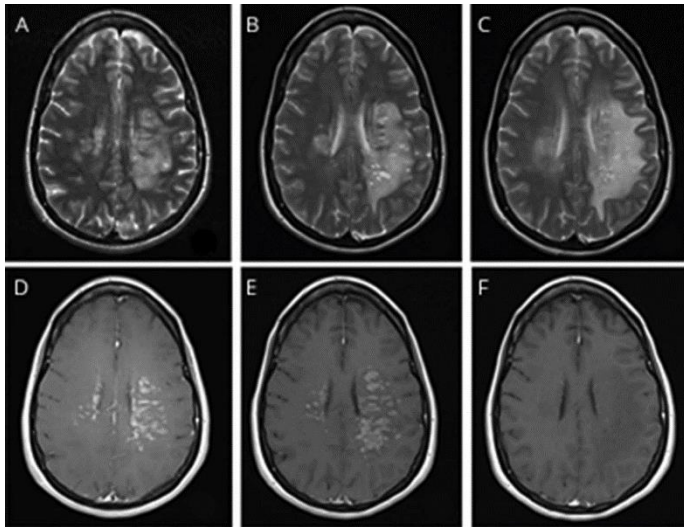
RMN do caso descrito imediatamente antes (COVID-19 associada a uma vasculopatia inflamatória do SNC com anticorpos anti-glicoproteína da mielina, no contexto de uma encefalomielite disseminada) (Pinto et al., 2020).
